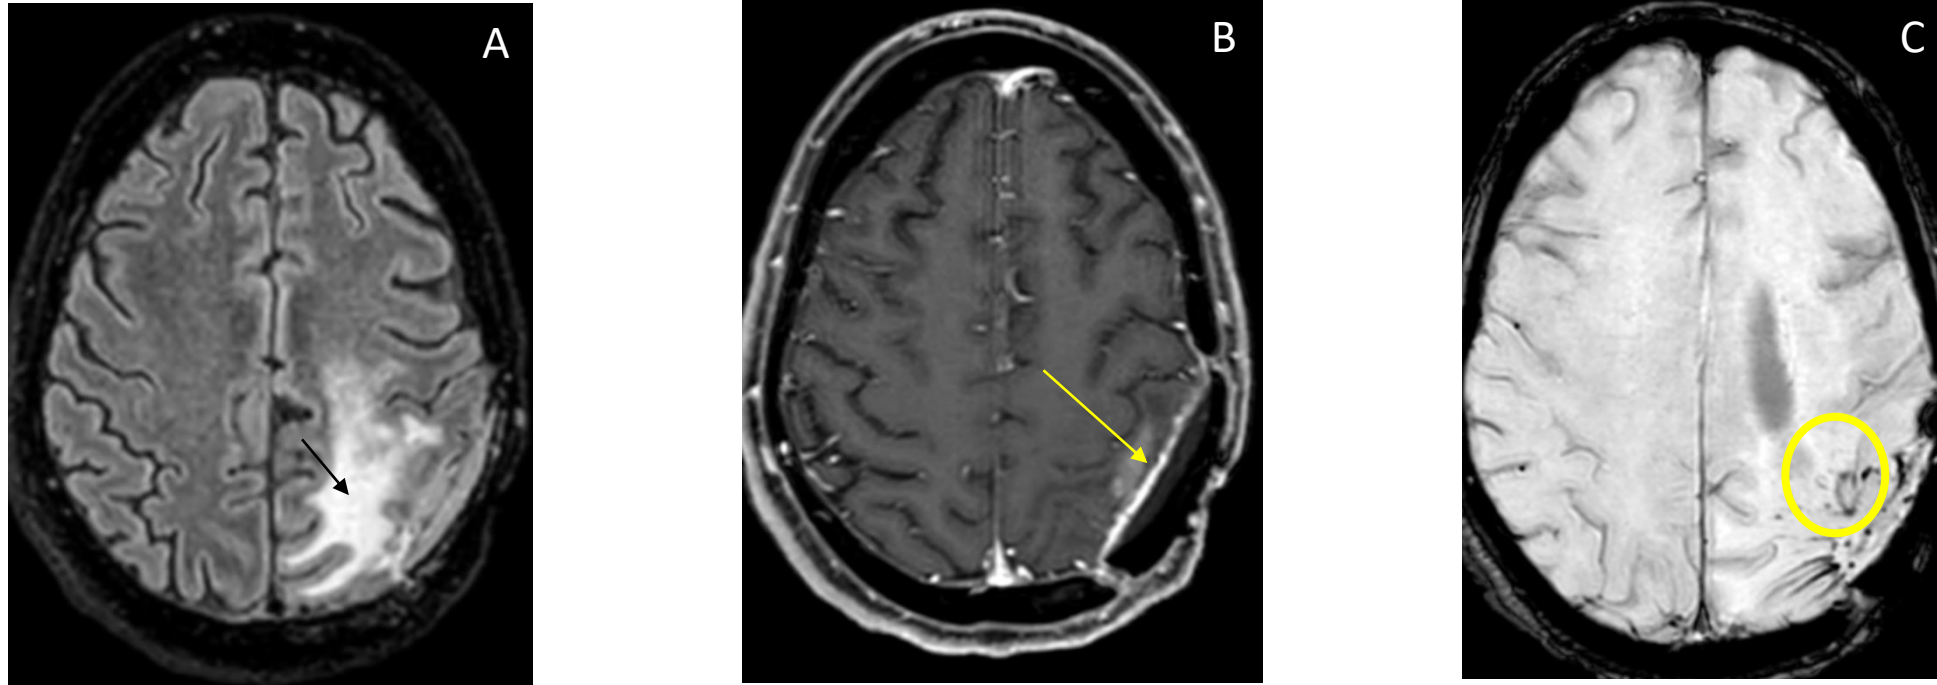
RM de cráneo. Hallazgos estables parietales izquierdos en paciente varón de 57 años operado de glioma de alto grado. Gliosis en FLAIR (flecha negra en A), engrosamiento y realce focal lineal paquimeningeo en T1 post-CIV (flecha amarilla en B) y focos de susceptibilidad magnética en SWI (círculo amarillo en C) adyacentes al lecho quirúrgico. Compatible con cambios postquirúrgicos.
